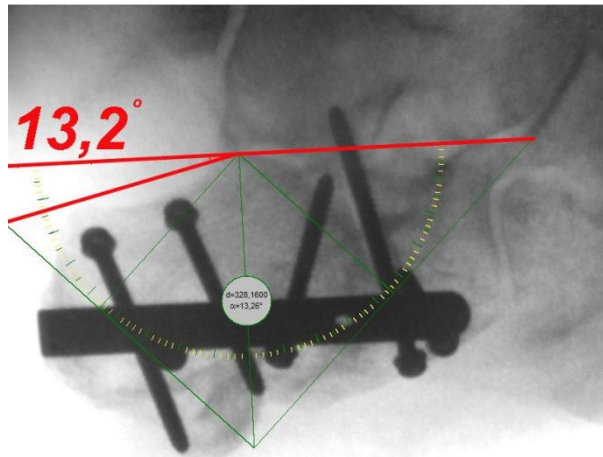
Боковая рентгенограмма пациентки. При измерении угла Белера отмечается уменьшение его значения с 22,5 до 13 градусов.
